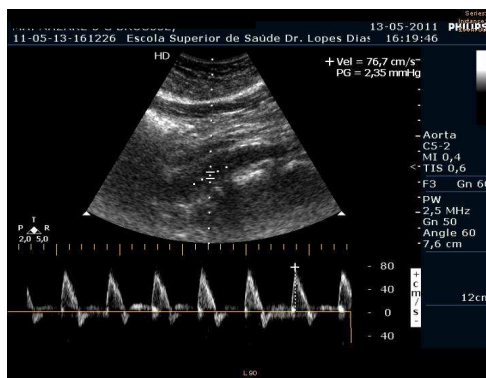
Ultrassonografia vascular abdominal com medição da velocidade do fluxo aórtico abdominal
